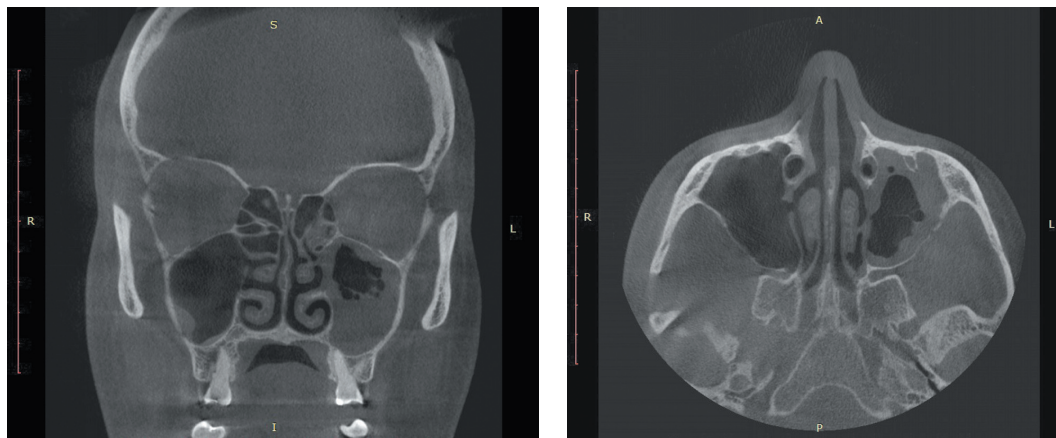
Компьютерная томография околоносовых пазух. Парадоксально изогнутая средняя носовая раковина
